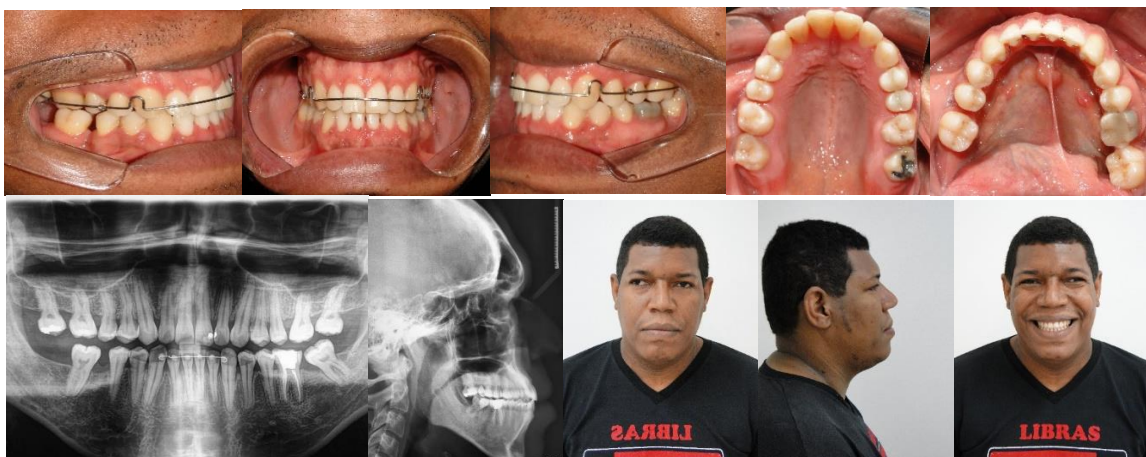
Fotografias intrabucais após o final do tratamento ortodôntico e radiografia panorâmica, telerradiografia de perfil e extrabucais finais.
